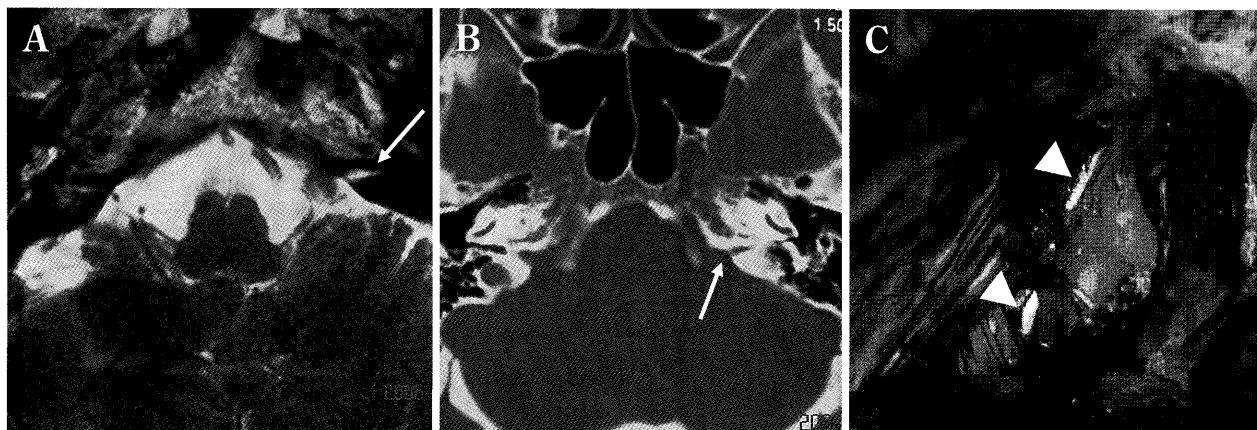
A T2-weighted image (A) and bone-window CT (B) showing the cochlear aqueduct (arrow). Arrowheads indicate the cochlear aqueduct at the spinal side of the opened internal auditory canal (C).
